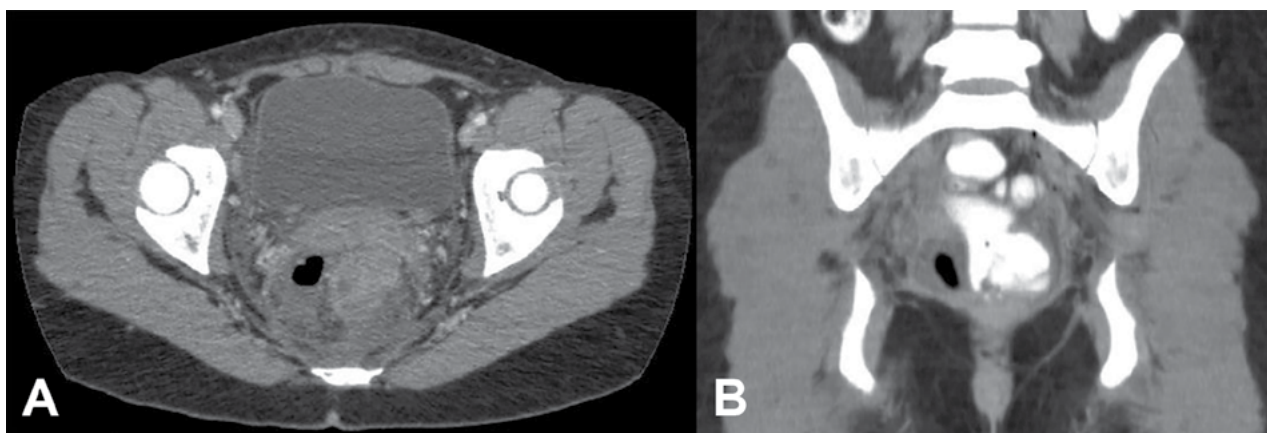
Tomografía computarizada de abdomen y pelvis realizada por fiebre y leucocitosis al tercer día posoperatorio de resección local transanal de adenoma vellosos circunferencial de recto medio por TEO. A y B) Corte axial y coronal (con contraste endorrectal), respectivamente, que evidencian colección pararectal derecha con nivel hidroaéreo. Se realizó tratamiento conservador mediante antibioticoterapia endovenosa con buena evolución.
